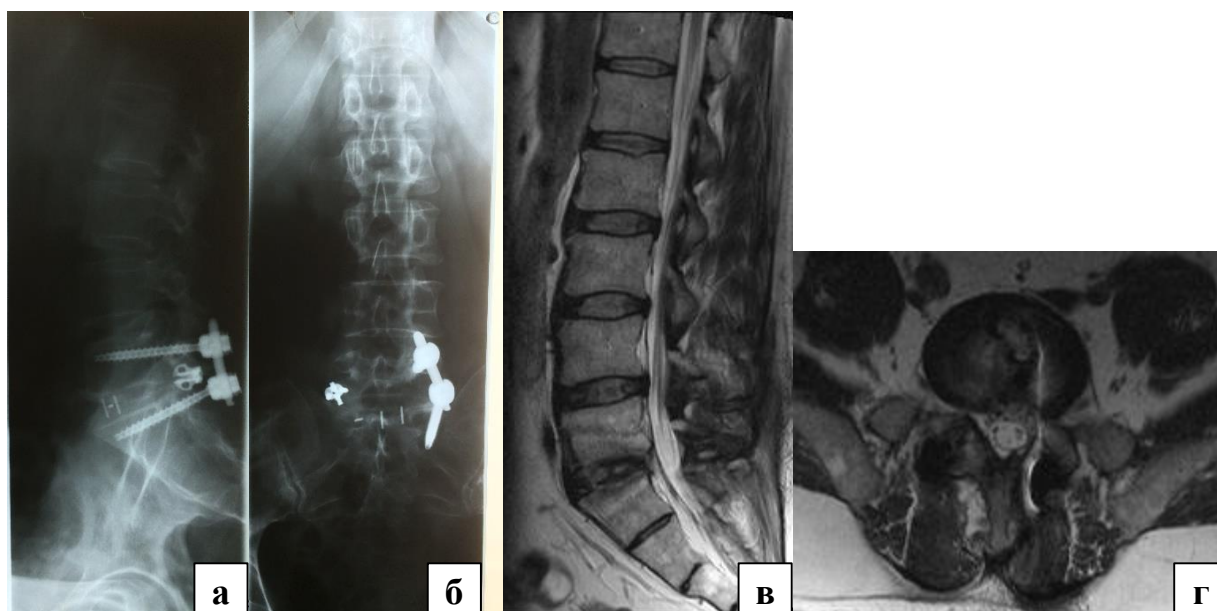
Клинический пример, пациент Ф., 42 года: а – сагиттальная поясничная спондилограмма контроль после операции (PI 51°, PT 12°, SS 42°, L<sub>1</sub>–S<sub>1</sub> LL 59°); б – фронтальная поясничная спондилограмма, контроль после операции; в – сагиттальная МРТ-грамма пояснично-крестцового отдела позвоночника после операции; г – аксиальная МРТ-грамма поясничного отдела позвоночника на уровне L<sub>4</sub>–S<sub>1</sub>
